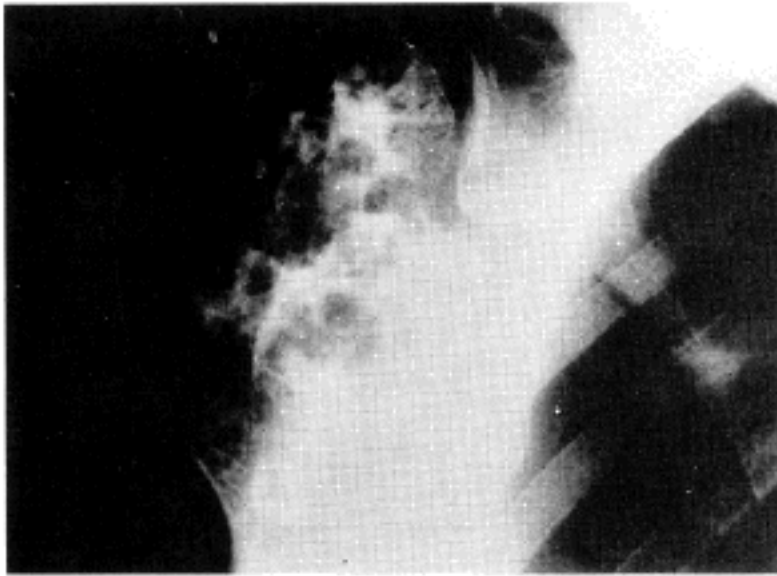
Plain X-ray of right shoulder showing large osteolytic destructive lesion at upper end of the humerus.
